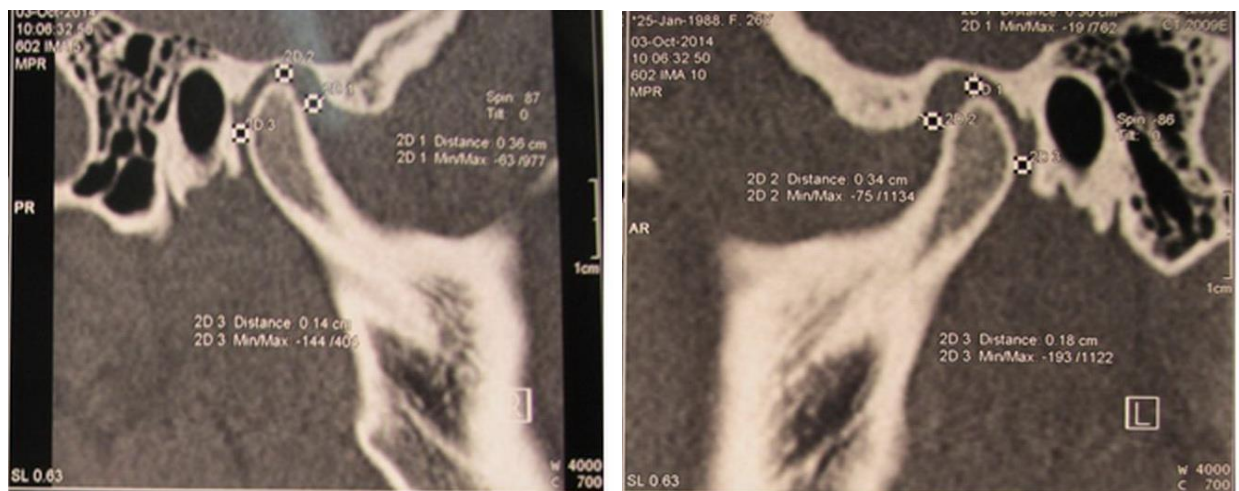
Зонограми СНЩС пацієнта І., 29 роки (амб. картка 77/с). Діагноз: компресійно-дислокаційна дисфункція СНЩС середнього ступеня тяжкості. Явища компресії справа, дислокації - зліва. На рентгенограмах при закритому роті (а) визначається звуження суглобової щілини в задньому і задньо-верхньому відділах суглобової западини справа. При відкритому роті (б) права суглобова голівка знаходиться в середньому відділі переднього скату суглобового горбика, не доходячи до його вершини. На рентгенограмах протилежного суглоба при закритому роті суглобова щілина розширена в задньому і верхньому відділах, при відкритому роті суглобова головка розташована в передньому відділі вершини суглобового горбика.
